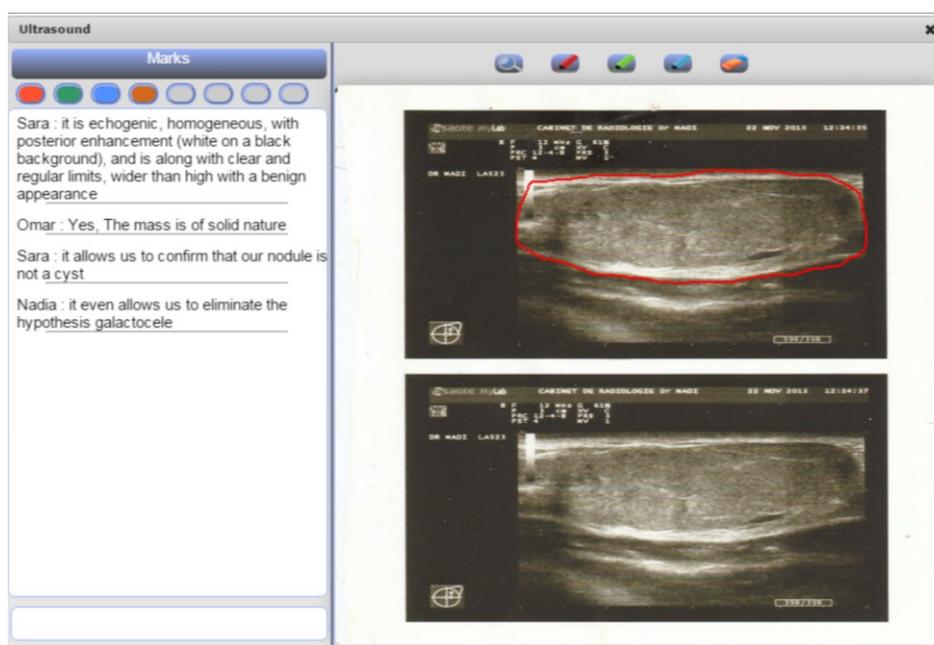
Fenêtre partagée de l'examen d'échographie*
